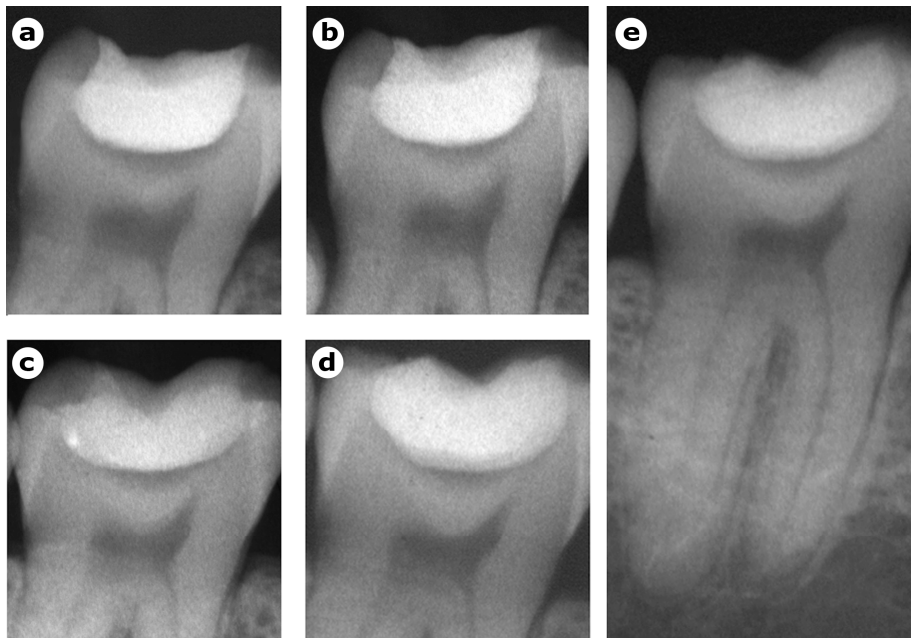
Bitewing radiographs taken at baseline (a) and after 6-7 months (b), 3 years (c), and 10 years (d). The 10-year follow-up periapical radiograph shows a normal periapical area (e).
